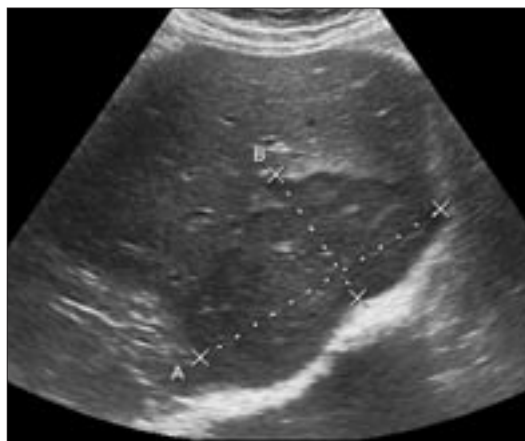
Пациентка Ж., 65 лет. ВПХ. Ультразвуковая томограмма печени. В В-режиме в правой доле печени определяется одиночное образование неправильной округлой формы, с неровными и четкими контурами, сравнительно однородной гипоехогенной структурой.
